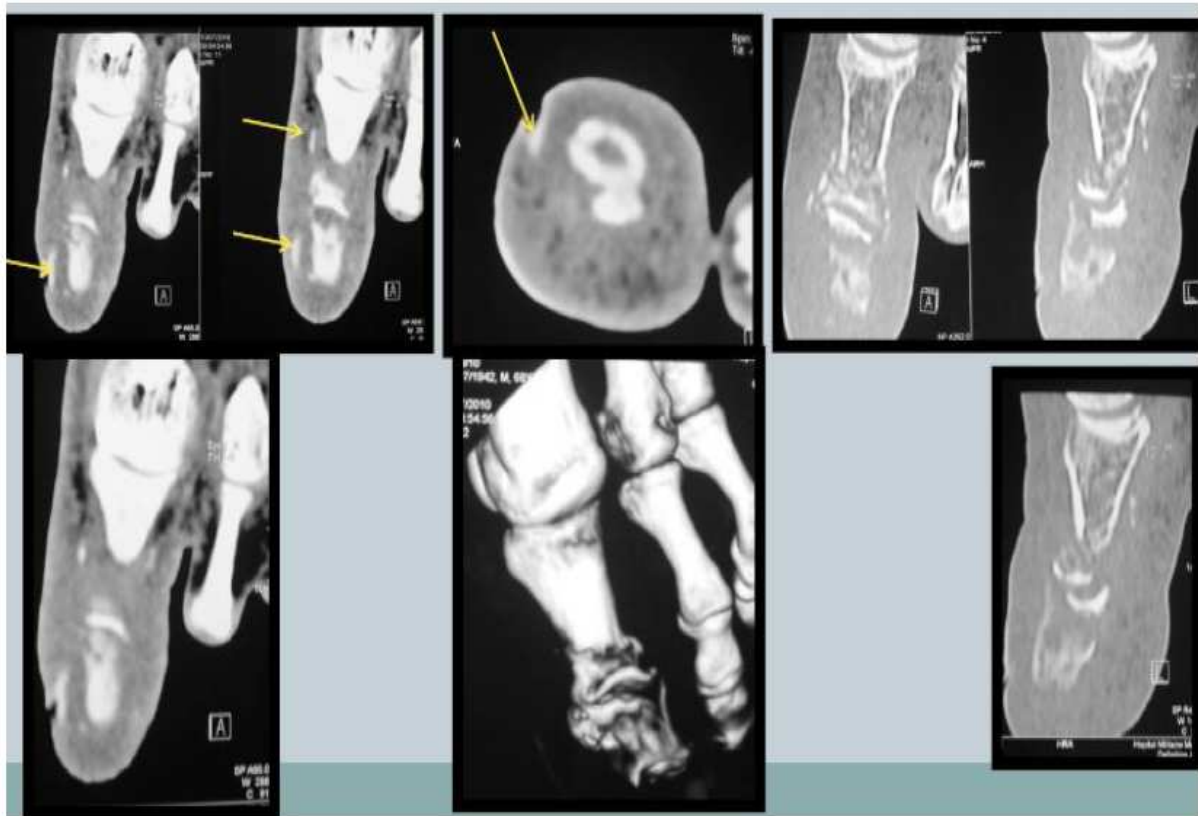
TDM du gros orteil d'un patient de 68 ans, pied diabétique avec fistule sous unguéale : ostéoarthrite avec ostéolyse de P1 et P2 avec mise en évidence d'un trajet fistuleux (flèches) sous unguéal communiquant avec une perte de substance cutanée [69]
